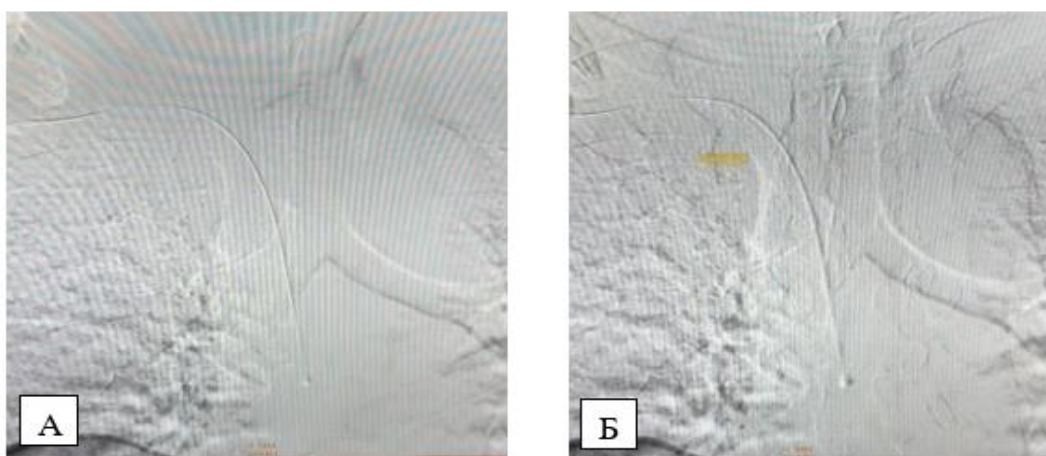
КТ ангиограмма имплантации порт венозной системы.
